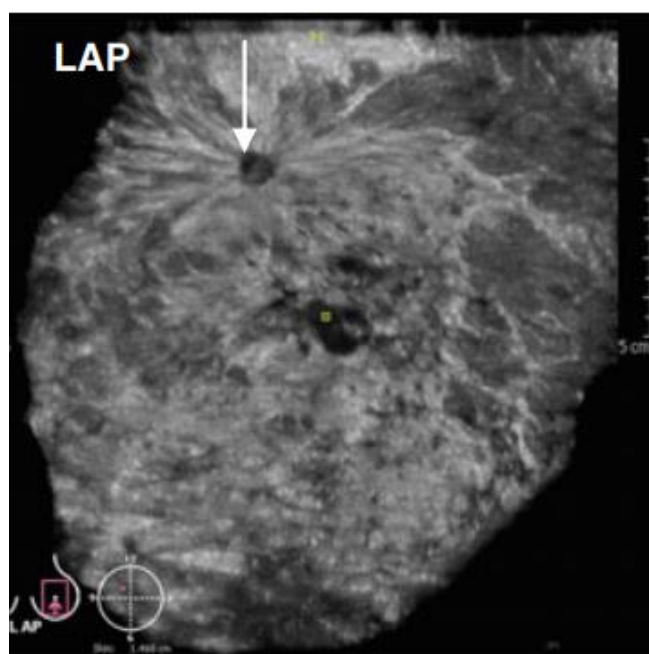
Nalaz intrakanalikularnog fibroadenoma u lijevoj dojci 48-godišnje žene. Preuzeto s: Gazhonova V. 3D Automated Breast Volume Sonography A Practical Guide. 1. Moskva: Springer International Publishing; 2017. 122 str.
